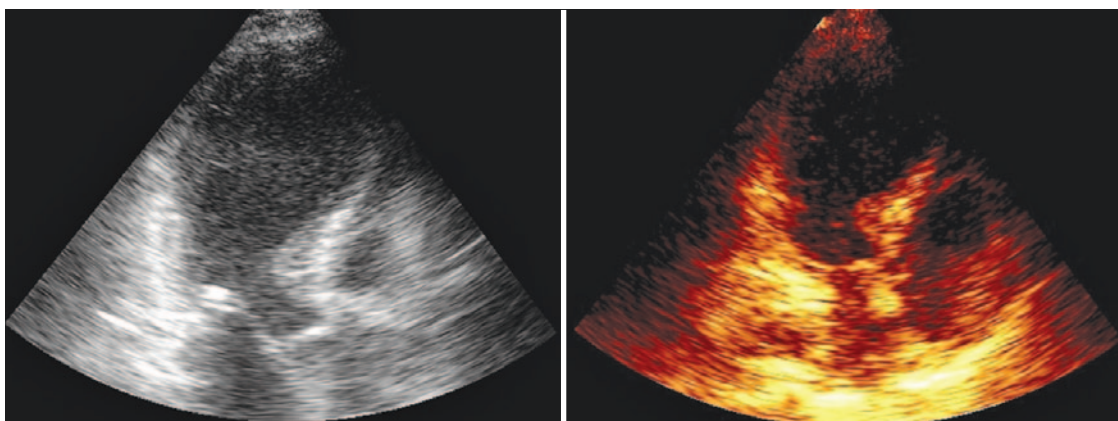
Ecocardiograma demonstrando abalonamento apical em ventrículo esquerdo.
